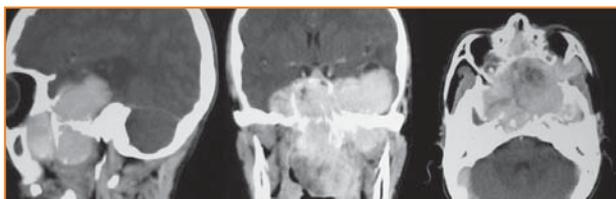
Пример №1. Спиральная КТ с контрастным усилением до операции.
